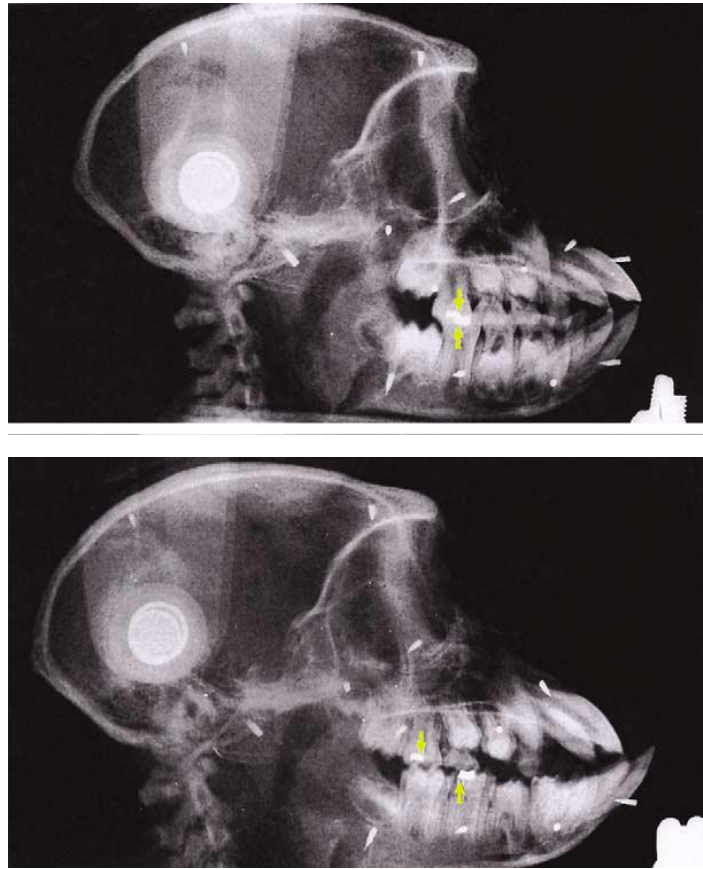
Las radiografías de control de los animales experimentales que muestran las relaciones esqueléticas y dentales con la mandíbula manipulada en relación céntrica con anestesia general. Nota amalgamas (flechas) en A, el inicio de período de control, C al final del período experimental (separados unos 7 mm).
